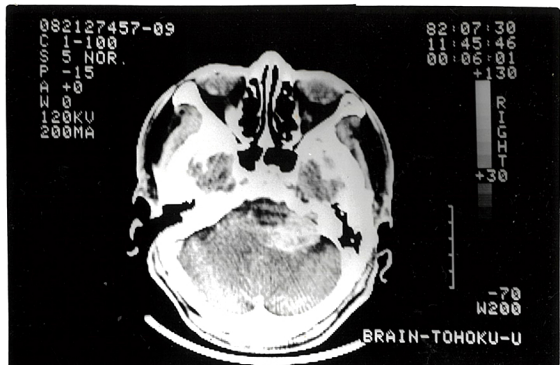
右側聴神経腫瘍症例H.A.のCT像。囊腫を伴った巨大な腫瘍(矢印)が認められる。
